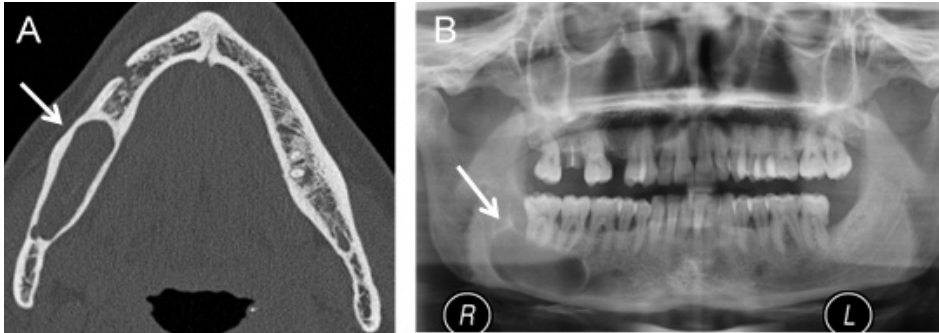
Tumor queratocístico odontogênico. Imagem axial de TC, em janela óssea (A) e ortopantomografia (B) do mesmo doente. Em (A), observa-se uma lesão na transição entre o corpo e o ramo ascendente direito da mandíbula (seta), com densidade de tecidos moles, condicionando abaulamento e adelgaçamento da cortical óssea. Em (B) é possível notar que a esta lesão (seta) se encontra adjacente às raízes dentárias do segundo e terceiro molares, sem condicionar reabsorção das mesmas.
